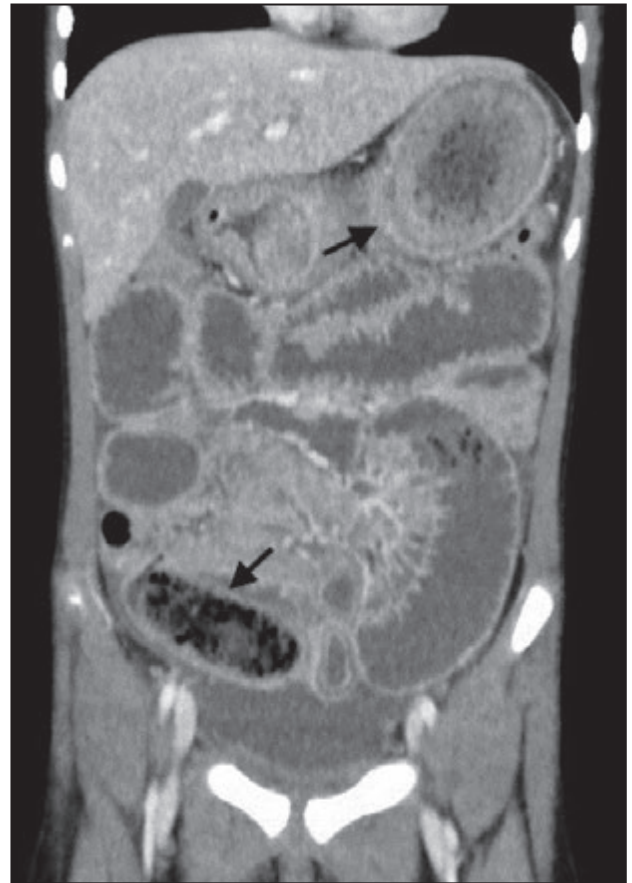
TC abdominal. Imatges en molles de pa a la cambra gàstrica i a l'ili distal.
